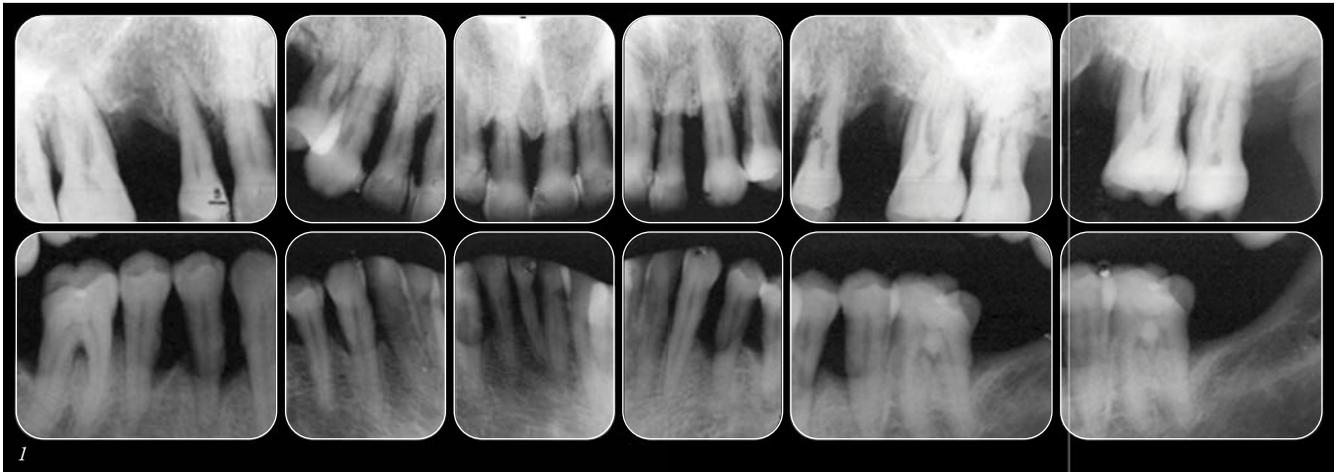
Año 1982. Radiografía seriada periapical preoperatoria.
